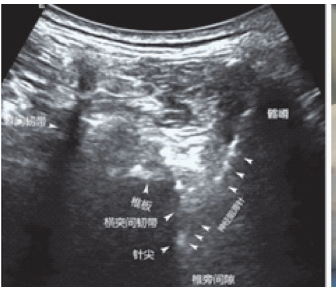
超声引导下L₅/S₁椎旁阻滞(经L₅/S₁间隙短轴扫描,平面内外侧入路穿刺)
